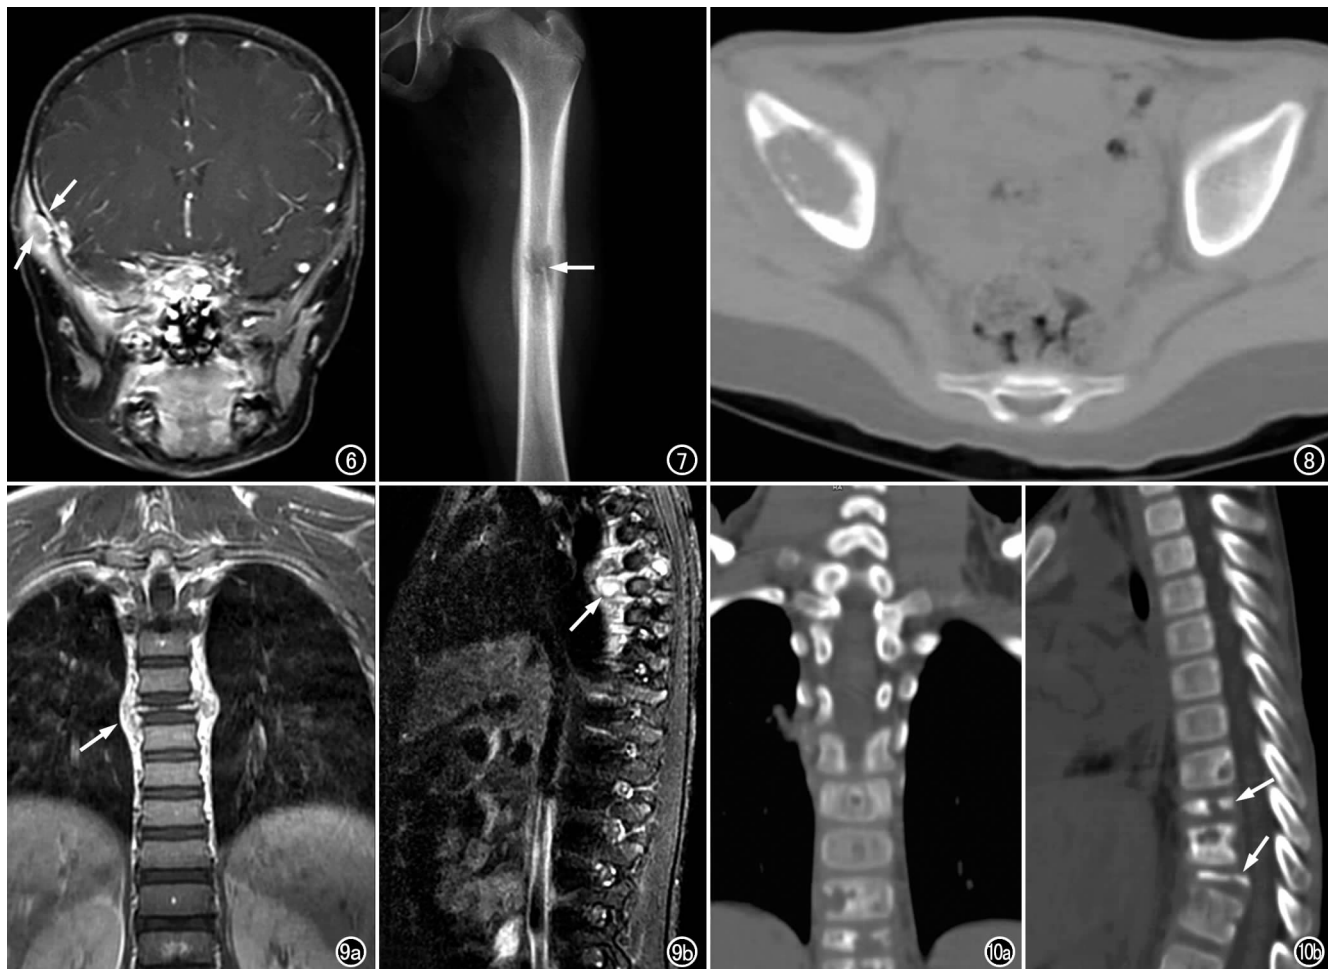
LCH 头颅 MRI 冠状面 T_1 WI 增强扫描,示右侧颞骨病变的板障、软组织肿块及邻近的脑膜均明显强化,呈平行双条状(箭),板障病变范围超过颅骨内外板及软组织肿块的范围。图 7 LCH 左股骨 X 线片,示股骨中段局限性骨质破坏(箭),骨皮质不规则增厚,周围轻度骨膜反应。图 8 右髂骨 LCH,骨盆轴面 CT 显示右髂骨境界清楚的溶骨性破坏。图 9 胸椎 LCH。a) 冠状面 T_1 WI 增强扫描,示第 7 胸椎骨质破坏,明显变扁,椎管内和椎旁软组织肿胀(箭);b) 矢状面 T_1 WI 增强扫描示椎管内和椎旁肿块呈均匀性明显强化(箭)。图 10 胸椎多发椎体骨质破坏。a) 胸椎 CT 冠状面,示第 8~11 椎体破坏明显;b) 矢状面重组,示第 8~11 椎体破坏、压缩及碎裂(箭)。
